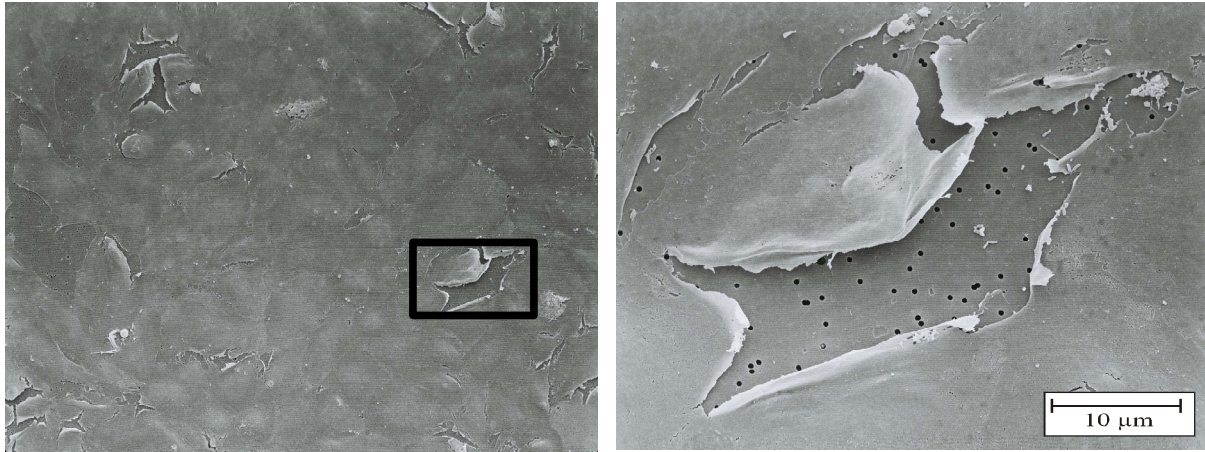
Rasterelektronenmikroskopische Aufnahme einer auf PET-Filtermembran angezüchteten Reinkultur venulärer Endothelzellen. Das rechte Bild stellt eine Ausschnittsvergrößerung des markierten Bezirks des linken Bildes dar. Durch die freigewordene Lücke nach Aufbrechen der Interzellularspalten wird die darunterliegende Filtermembran mit ihren feinen (hier 0,4 µm großen) Poren erkennbar.
